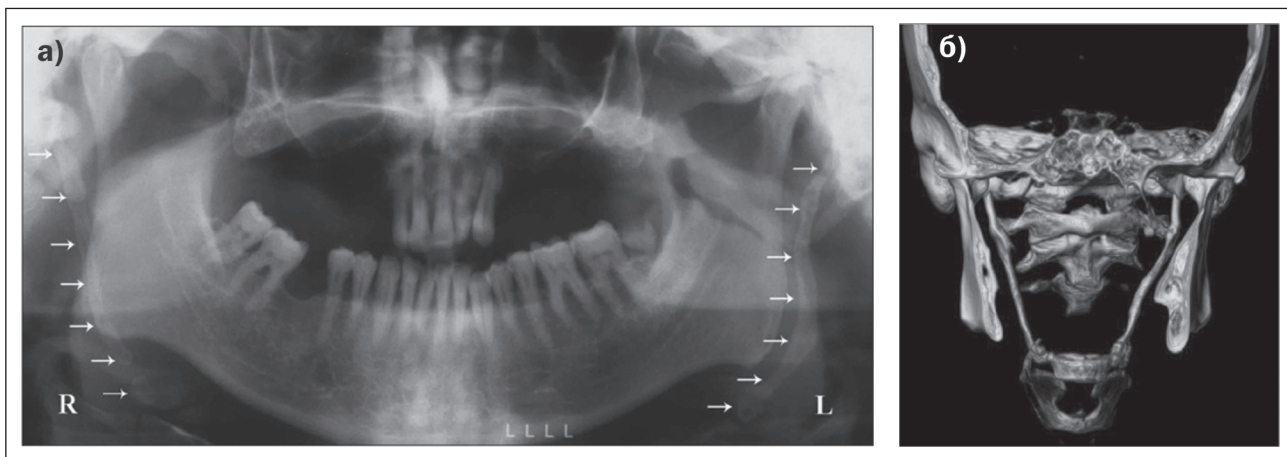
Кальцификация шило-подъязычной связки на панорамной рентгенографии (а) и удлинение шиловидных отростков с 2 сторон на 3D-реконструкции (б) [22]
